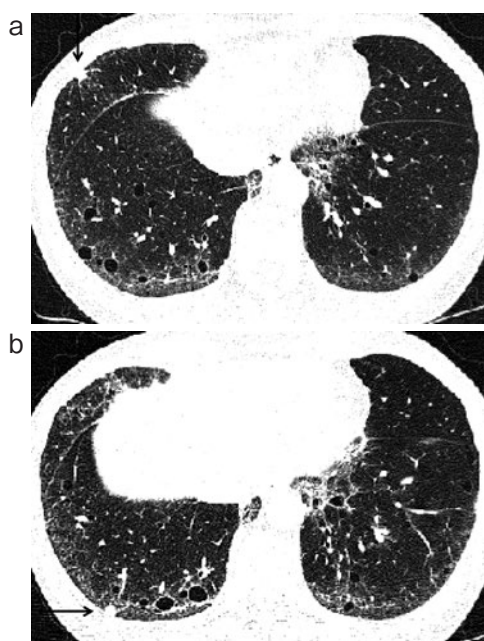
胸部 HRCT 所見. (a) 薄壁嚢胞が散在し, 胸膜側優位に線状網状影を認めた. また胸膜下に小結節影(矢印)を認めた. 矢印の部位にて生検を施行した. (b) 線状網状影がさらに目立つ. 矢印の部位にて生検を行った.
